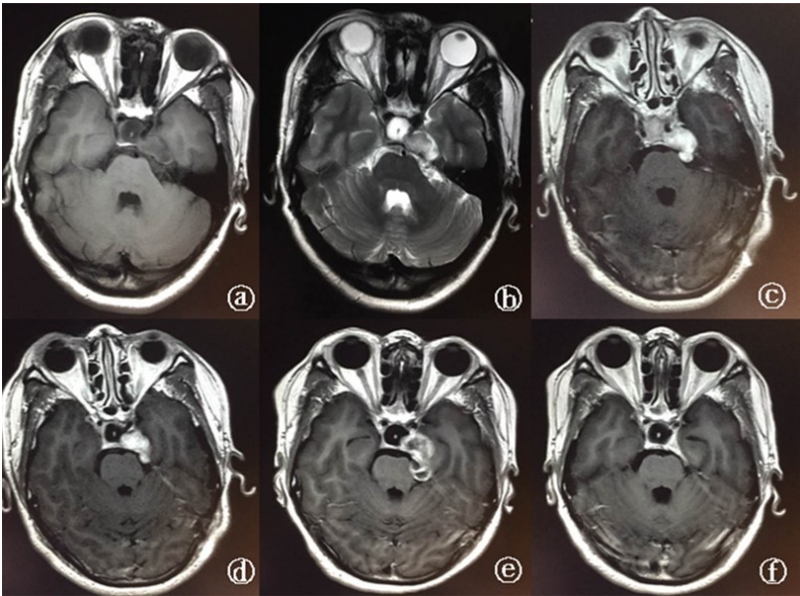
左侧海绵窦海绵状血管瘤伽玛刀治疗前后 MRI
